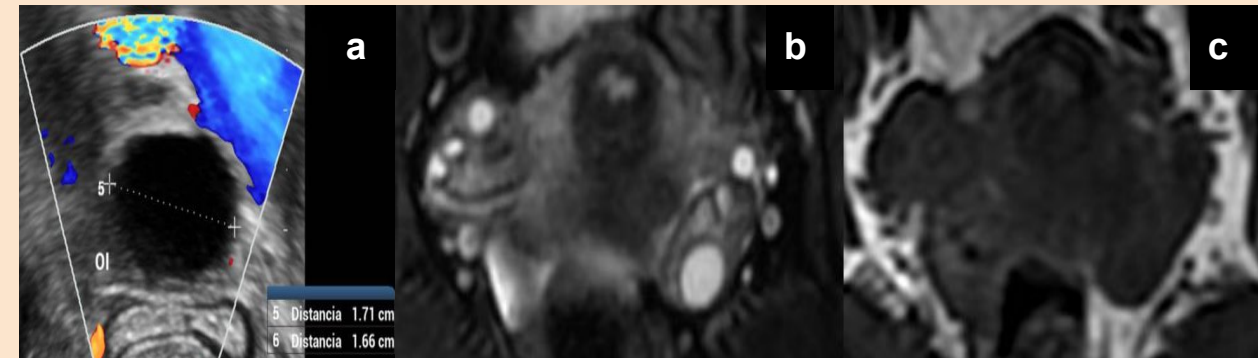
O-RADS 1: a) Ecografía donde se observa imagen quística simple de 17 mm de aspecto folicular. b y c) Imágenes quísticas foliculares (flechas amarillas) en ambos ovarios hipointensas en T1 (izquierda) e hiperintensas en T2 (derecha).
